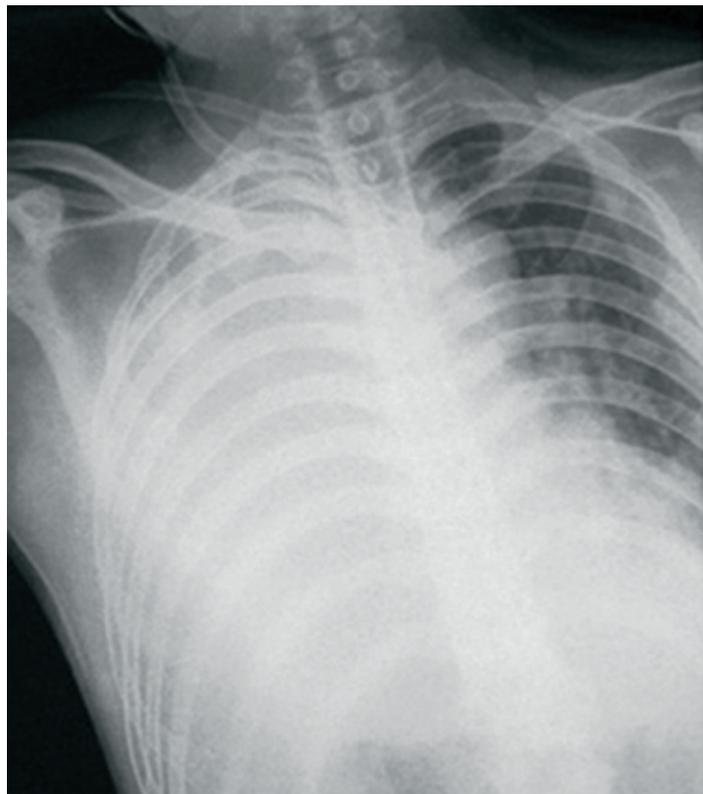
Telerradiografía de tórax con opacidad en hemitórax derecho.
